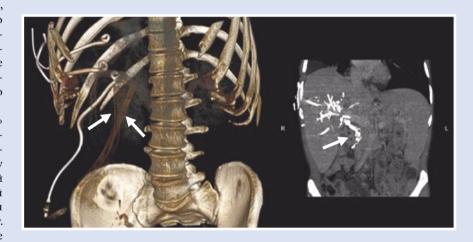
МСК-томограмма (стрелками указана зона несостоятельности с выходом контрастного вещества парадренажно).
